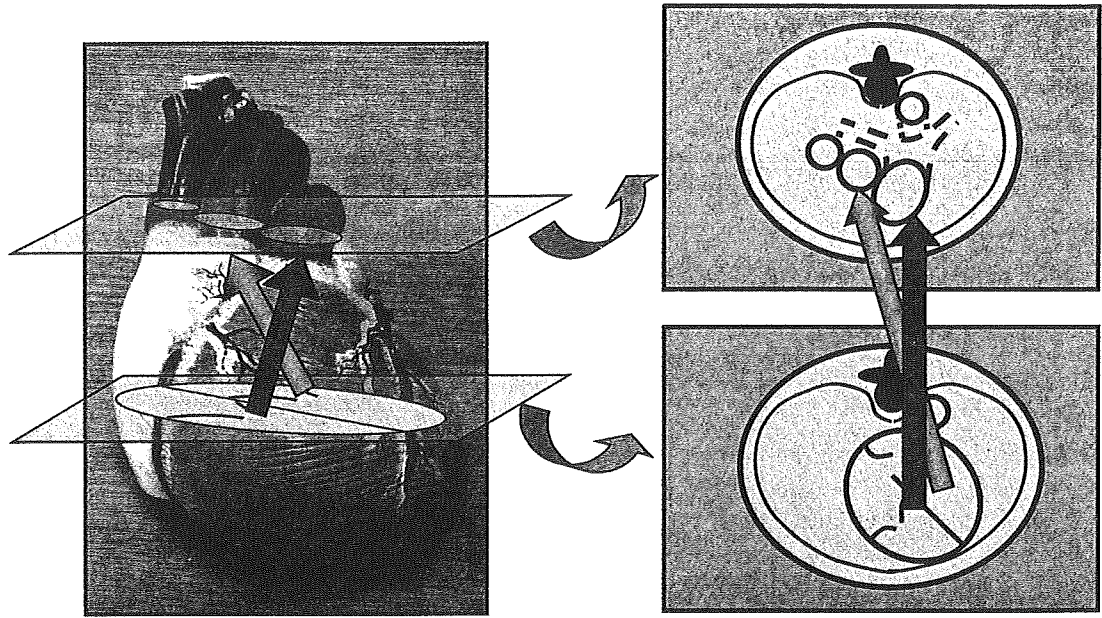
大動脈と肺動脈の立体的位置関係と心エコーの横断面図
